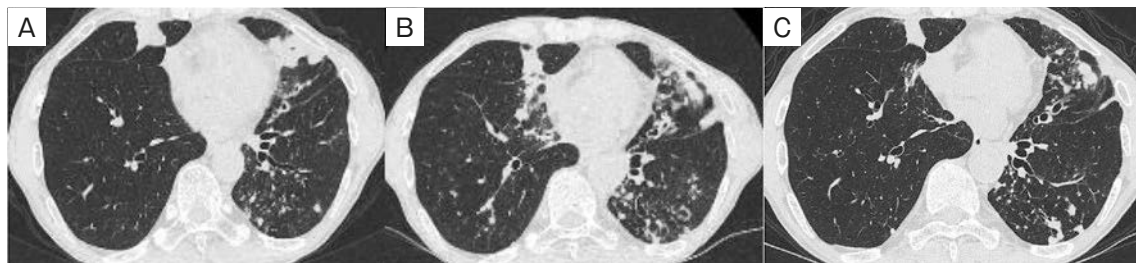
Chest CT performed (A) 4 months after the induction of the first-line treatment (after six cycles of pembrolizumab), (B) 13 months after the induction of the first-line treatment (after 16 cycles of pembrolizumab), (C) 18 months after the induction of pembrolizumab (5 months after the induction of *Mycobacterium avium* treatment). (A, B) The infiltration shadows in the middle right lobe and lingular segment of the left lobe intensified with pembrolizumab administration. (C) Improvement after induction treatment for *M. avium*.
